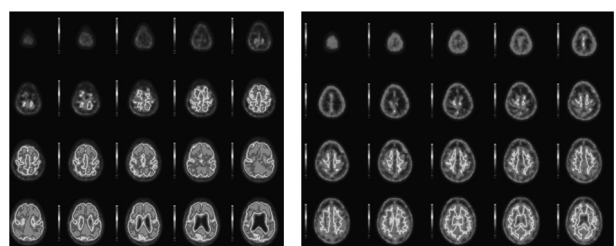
アミロイドPET (C-11PiB PET)
